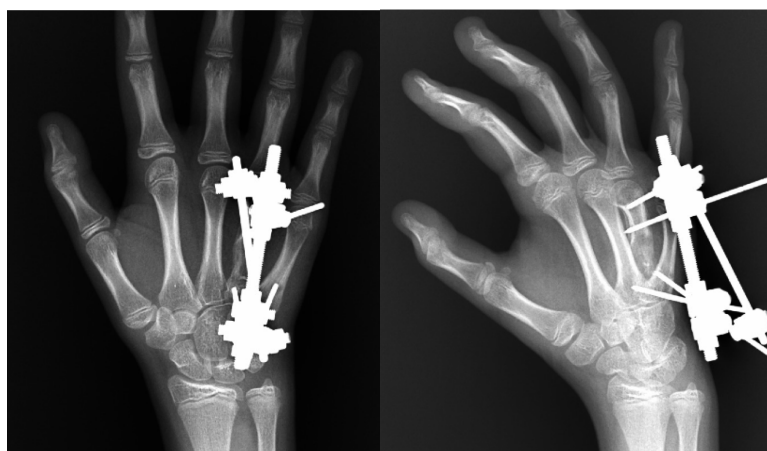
Рентгенограммы правой кисти пациентки Е., 11 лет, после достижения коррекции длины 4-го луча в мини-АВФ. Отмечается наличие оссифицирующегося регенерата области остеотомии
